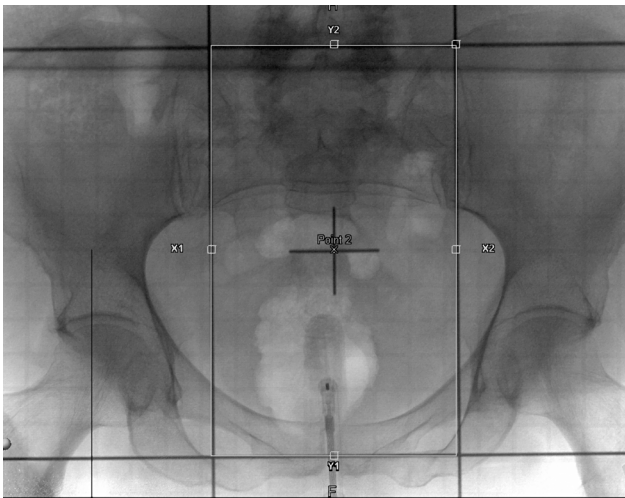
Рентгенологічний контроль розташування камери апарата UNIDOSE в прямій кишці
